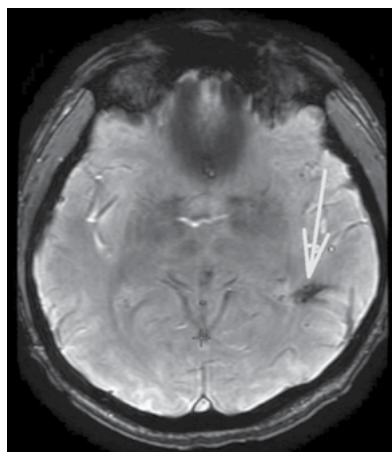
МРТ головного мозга в режиме SWAN, аксиальный срез, стрелкой показано депо гемосидерина в левой теменной области
